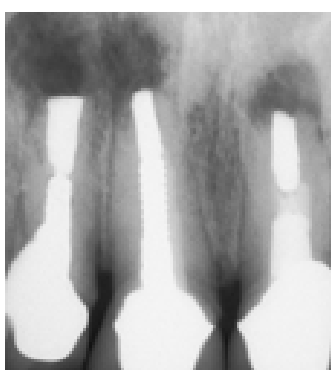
Gruppo AMA: radiografia preoperatoria.
